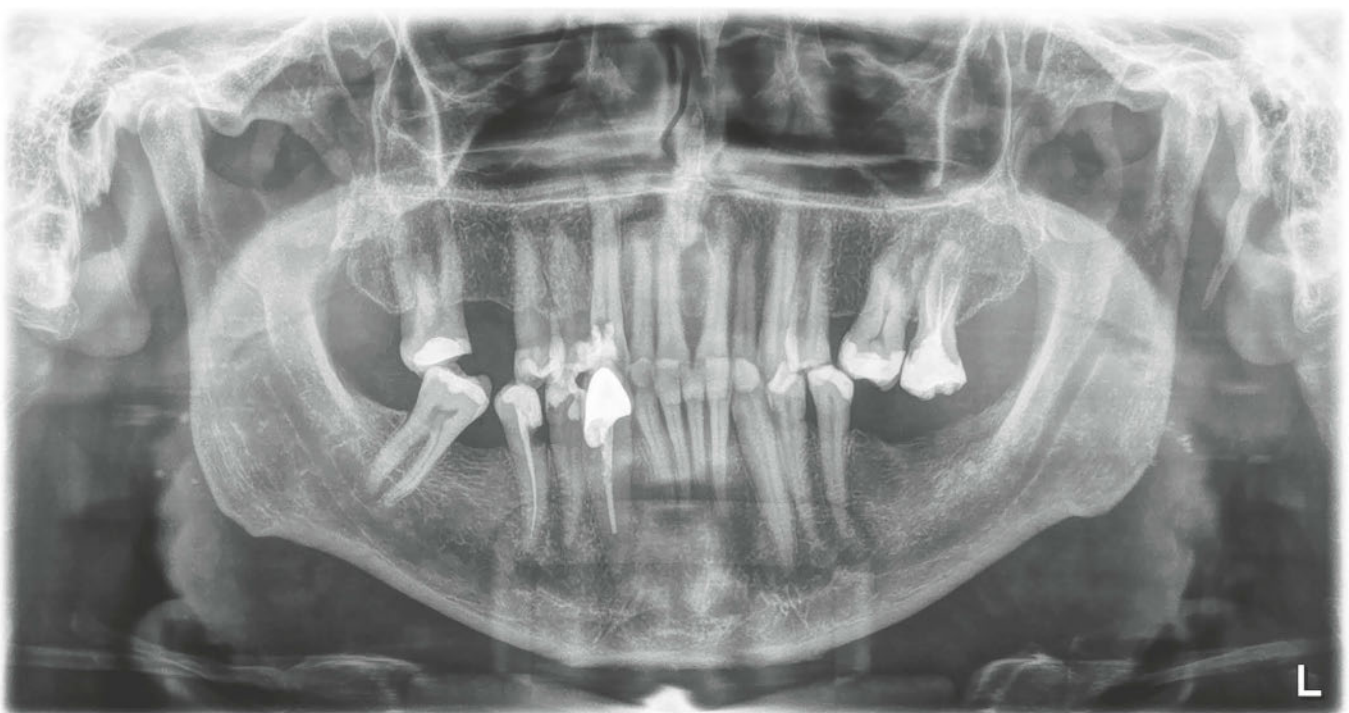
Orthopantomogramme du 31 août 2018. La longueur de la dent 13 est impressionnante.
